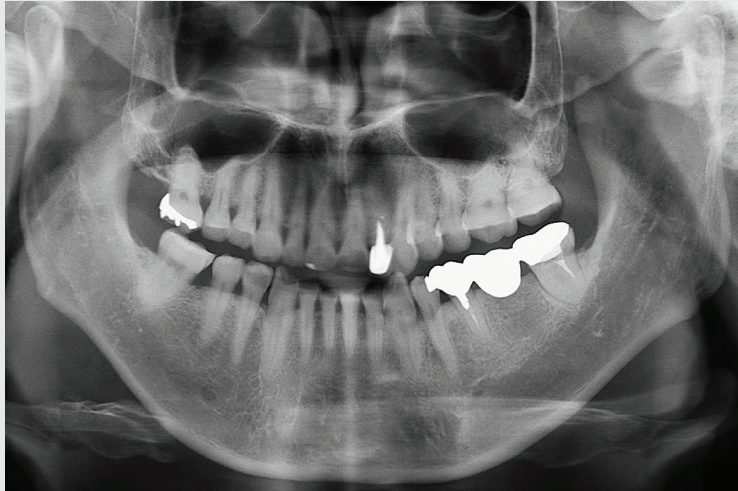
Initial panoramic radiograph shows generalized attrition and extrusion of the upper left lateral incisor and canine.
